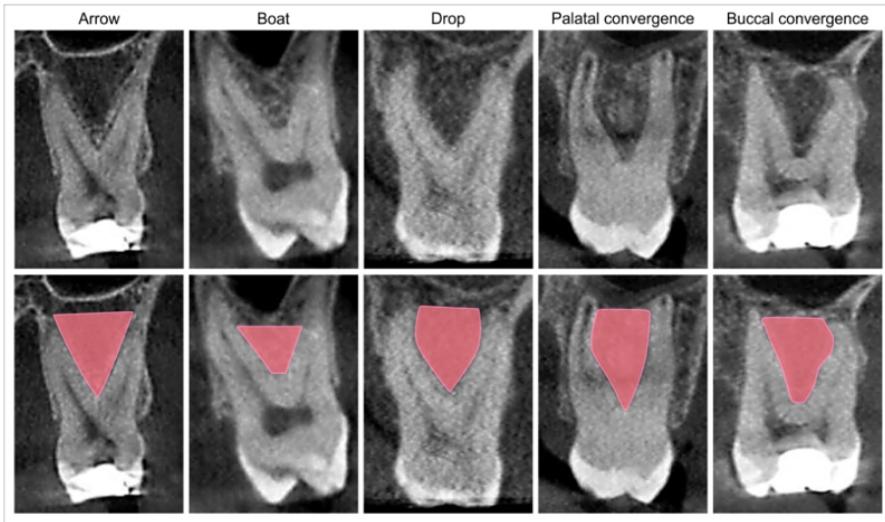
Typical maxillary molars' IRS shapes (with the marked borders) in the coronal CBCT view.
